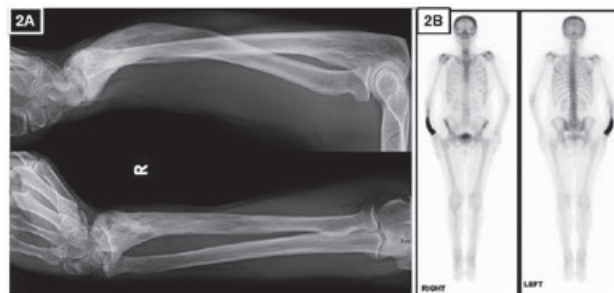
2A: Radiografía anteroposterior y lateral de antebrazo derecho.
